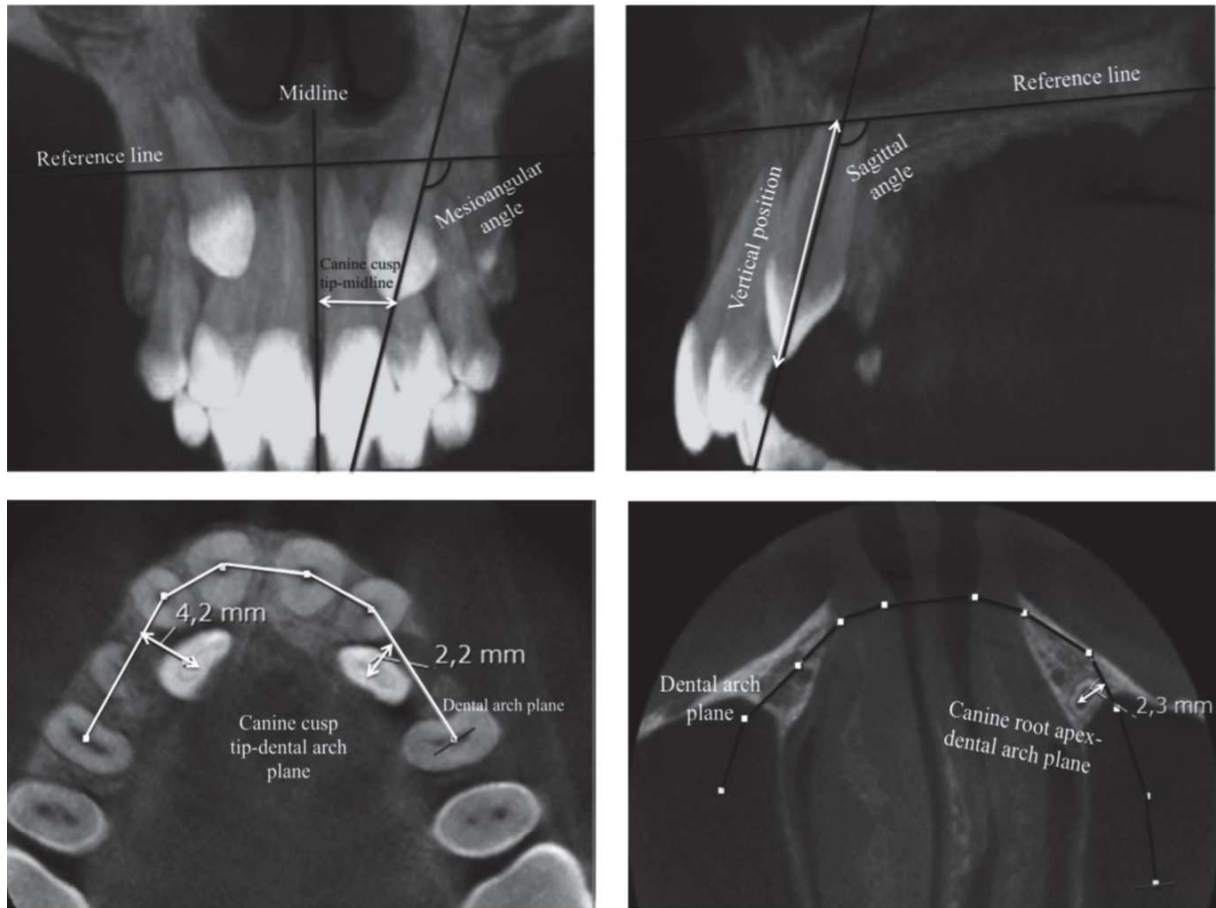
Variables mesurées dans les 3 plans de l'espace sur CBCT dans l'étude de Naoumova et collaborateurs [52]
